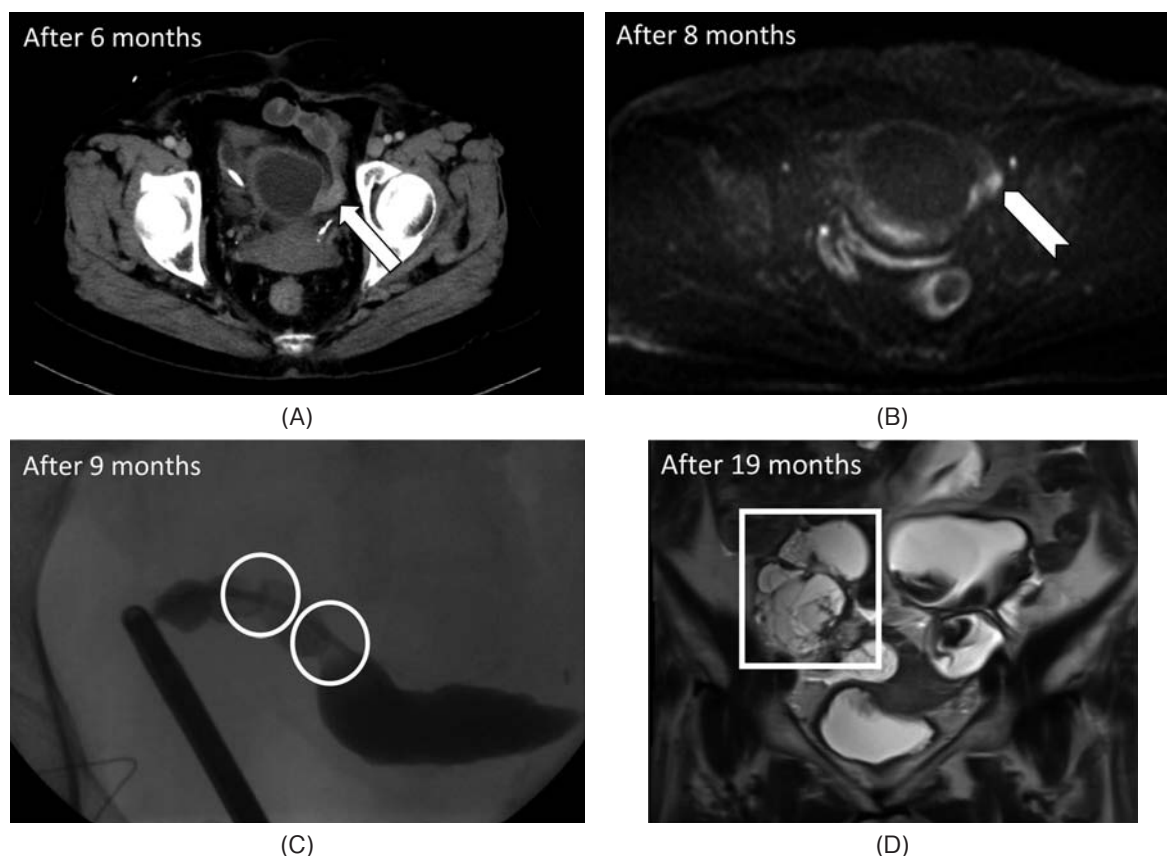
Imaging studies during follow-up observation. (A) A contrast enhanced abdominal CT showed that a new enhanced lesion was observed at the stenosis six months later (white arrow). (B) An enhanced pelvic MRI revealed that the tumor showed high signal on diffusion weighted imaging eight months later (white arrow head). (C) A retrograde pyelography showed two stenoses in the ileal ureter (white circles). (D) An enhanced pelvic MRI showed that a polycystic and solid right ovarian tumor newly appeared nineteen months later (white rectangle, T2 weighted imaging).
